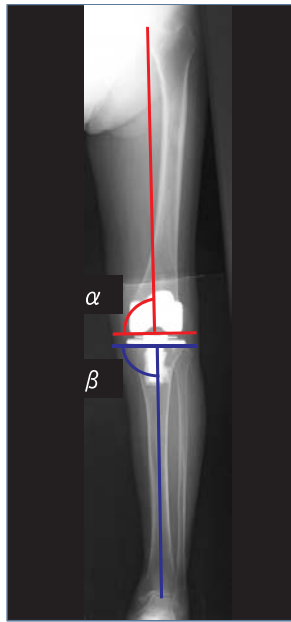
単純X線下肢全長正面における人工膝関節全置換術のコンポーネント設置角度
